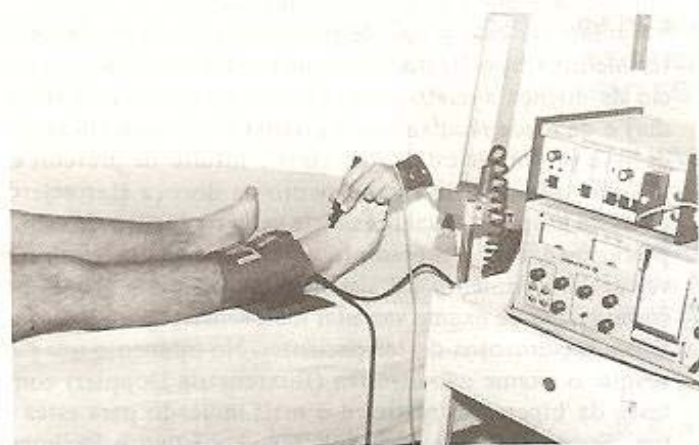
Medida da pressão sistólica de tornozelo pelo Fluxômetro Ultrason (Doppler).
